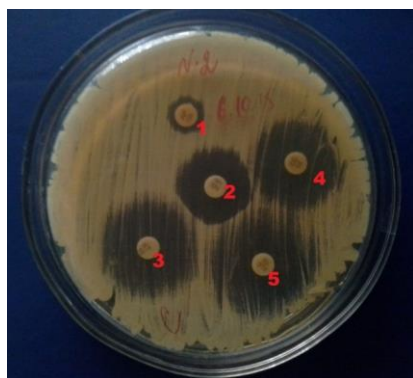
Культура *C. laurentii* (Больная М.). Диско-диффузионный метод (1 – амфотерицин; 2 – нистатин; 3 – кетоконазол; 4 – клотримазол; 5 – флуконазол).
